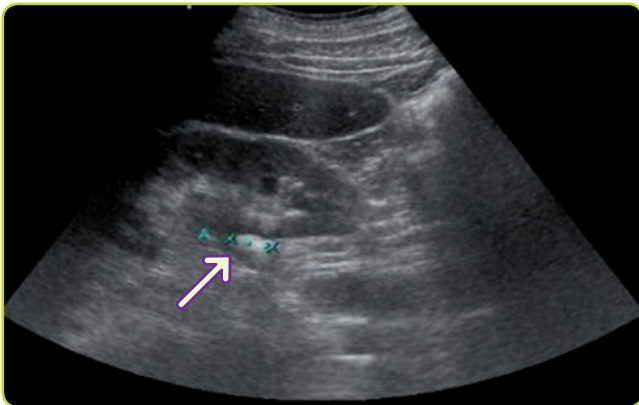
Ecografía. Litiasis renal.
